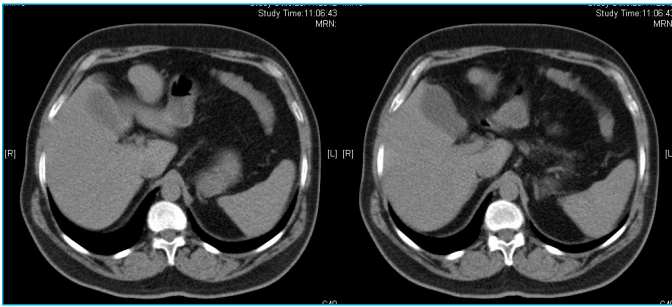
TC de abdomen superior sin y con contraste. Imágenes focales hipoeicoicas localizadas en el lóbulo hepático izquierdo; no se observa dilatación de la vía biliar
